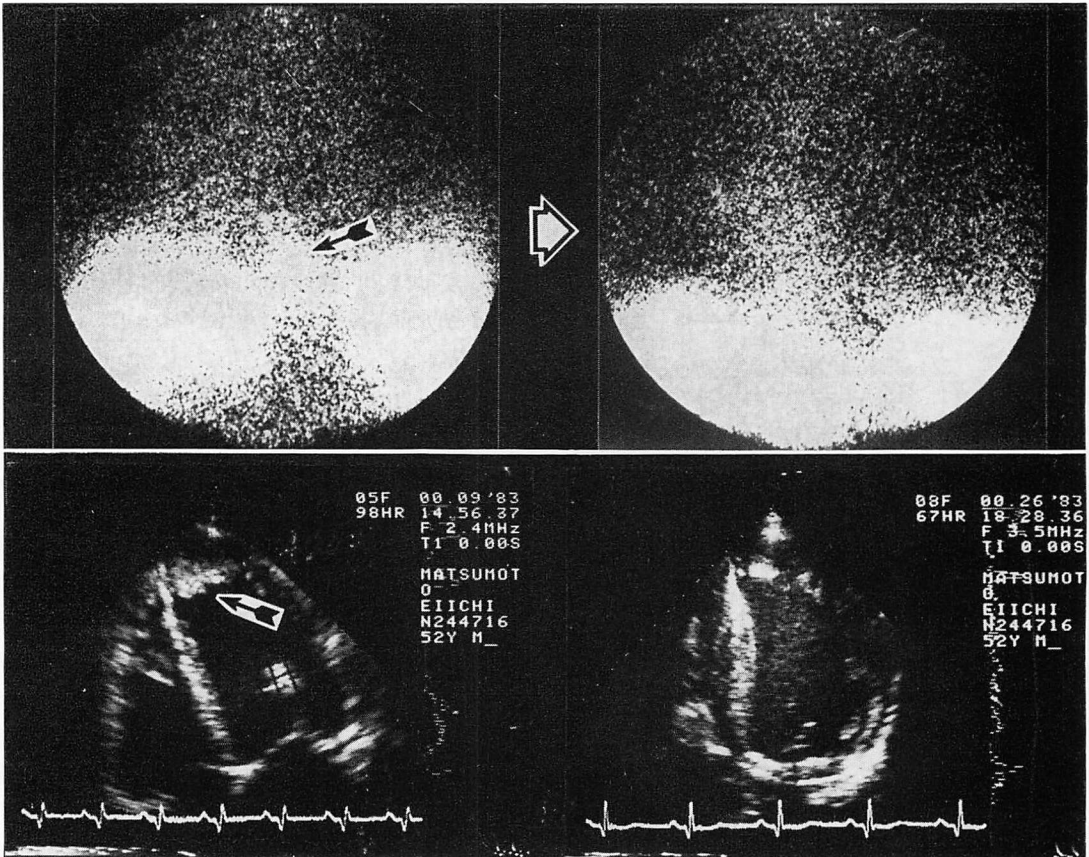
Scintigrams and two-dimensional echocardiograms in a patient with a thrombus before and after anticoagulant therapy.
